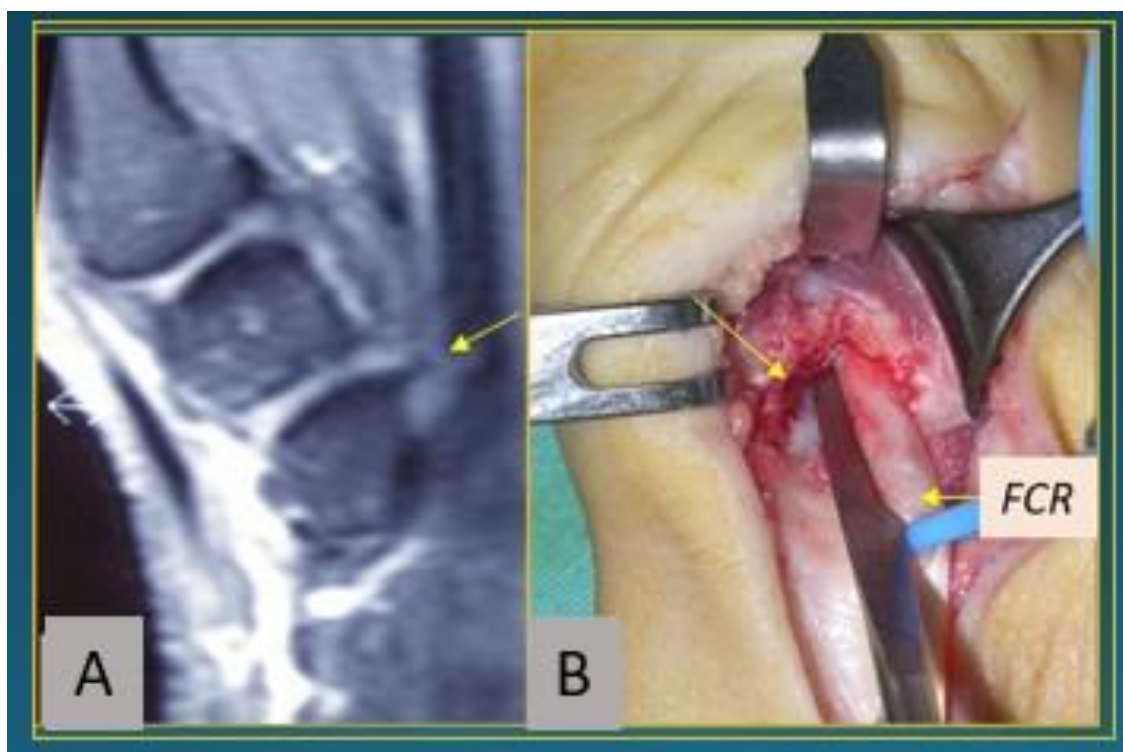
A: osteofito en la RM. B: imagen tras su extirpación , dejando espacio al tendón FCR.
